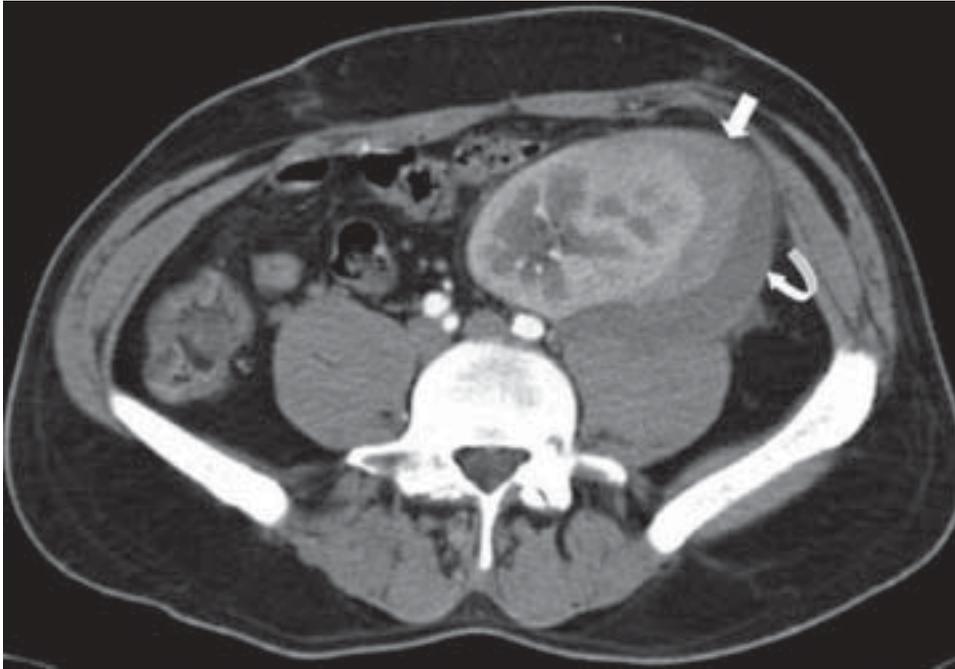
Tomografía computarizada del injerto. Se muestra una colección perirrenal compatible con hematoma (flechas).
